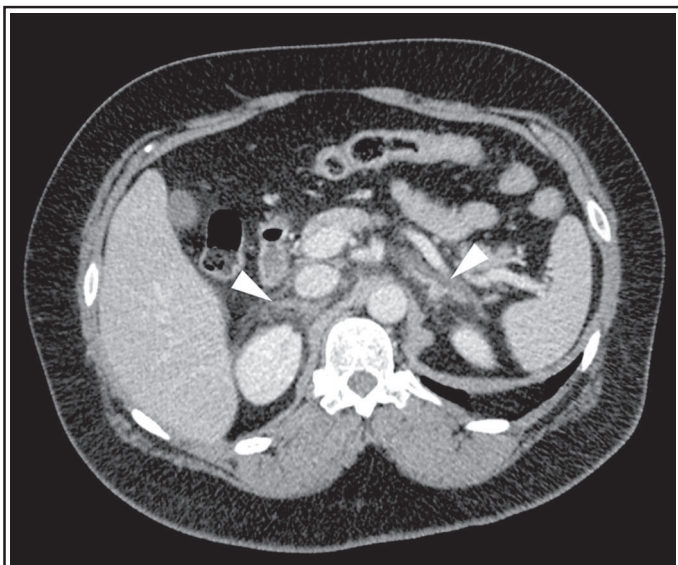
CT abdominal avec injection de produit de contraste iodé, et acquisition en phase portale. Infiltrat de la graisse péri-surrénalienne (flèches).
